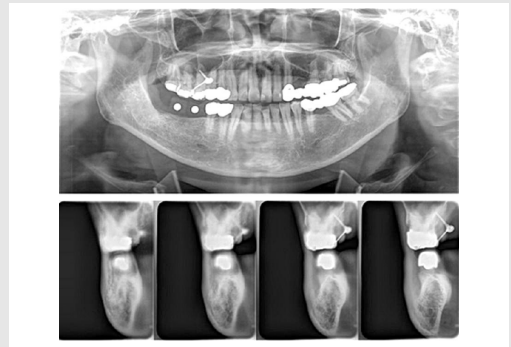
위 파노라마 방사선사진에서 하악 우측 금속구 부분의 단층촬영 영상. 전방 치아의 금속 보철물에 의하여 금속구의 형태가 명확하게 나타나지 않음.
